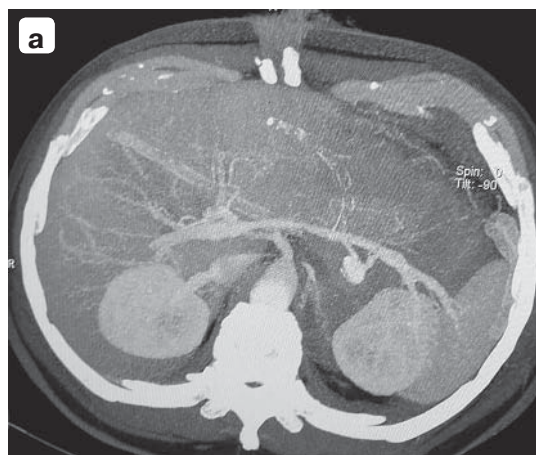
Аневризма селезеночной артерии: а – компьютерная томограмма, исследование с болюсным контрастным усилением; б – компьютерная томограмма, 3D-реконструкция в сосудистом режиме, видна аневризма и отдельные включения контрастного препарата за пределами артерии; в – селективная ангиограмма, виден дистальный отдел СА с аневризмой, тромб в верхушке аневризматического мешка.
